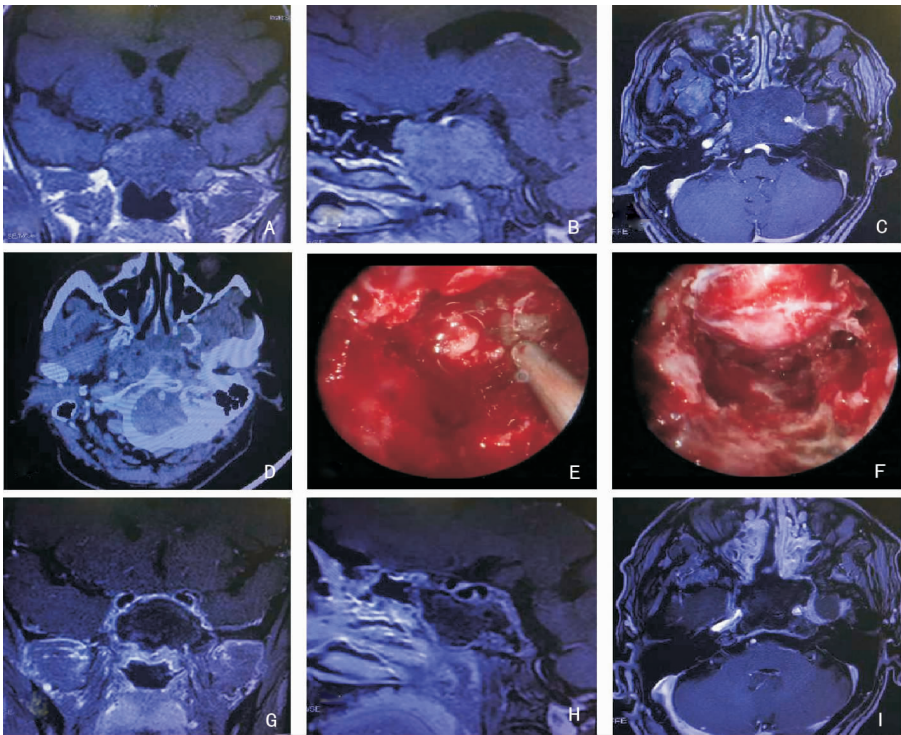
上斜坡脊索瘤患者 A~C:术前 MRI 增强示斜坡区肿瘤,呈不均匀强化;D:术前水平位 CT 示斜坡、蝶骨、双侧颞骨岩部及鞍背骨质吸收破坏;E:术中见肿瘤质地较软,色暗红,血供丰富;F:术中见肿瘤镜下全切,未见明显脑脊液漏;G~I:术后 MRI 增强与术前对比示肿瘤全切(R0)
